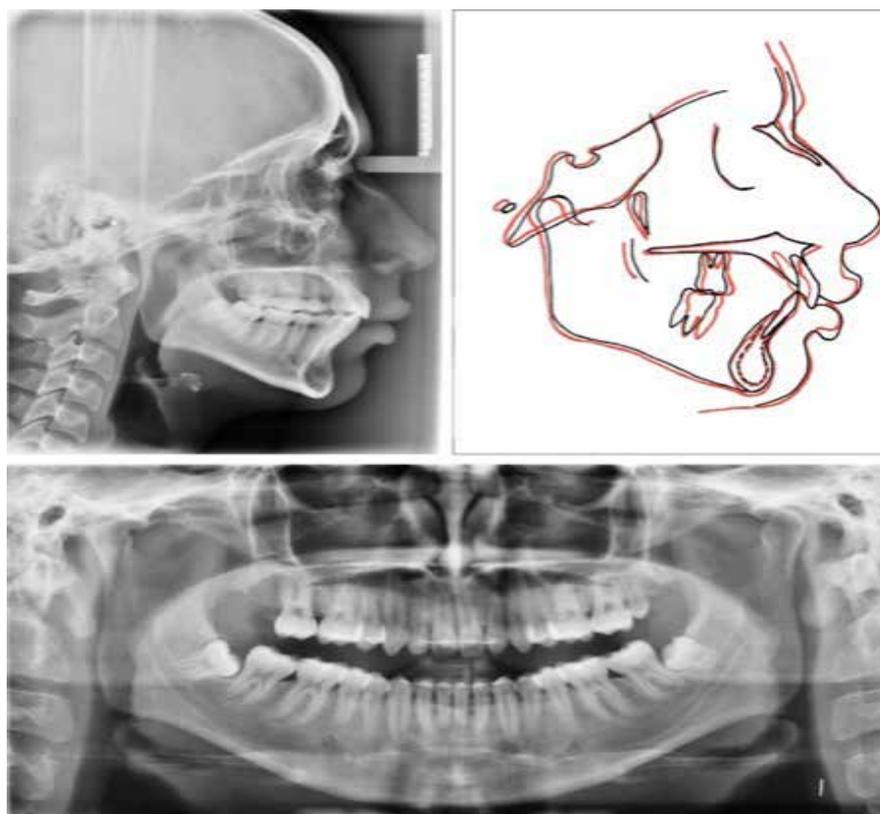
Radiografías cefalométrica y panorámica postratamiento. Superposición de trazados
